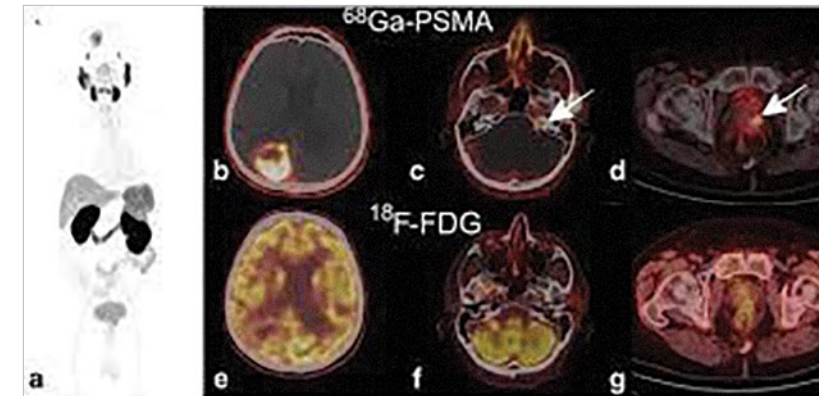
Découverte d'un glioblastome multiforme captant le <sup>68</sup>Ga-PSMA chez un patient ayant un carcinome de la prostate.
